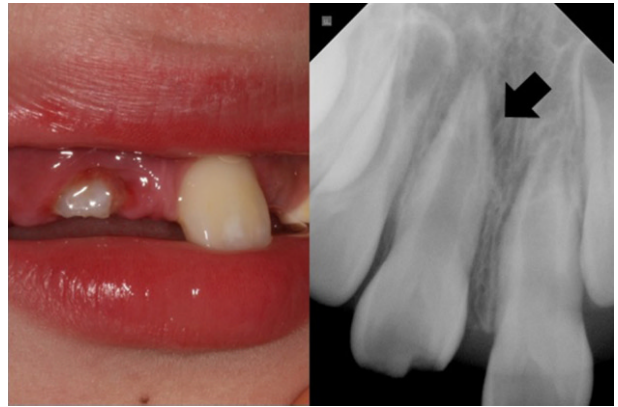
Intraoral photo and radiograph, 10 mm intrusive luxation with class II crown fracture of maxillary right permanent central incisor (black arrow).
